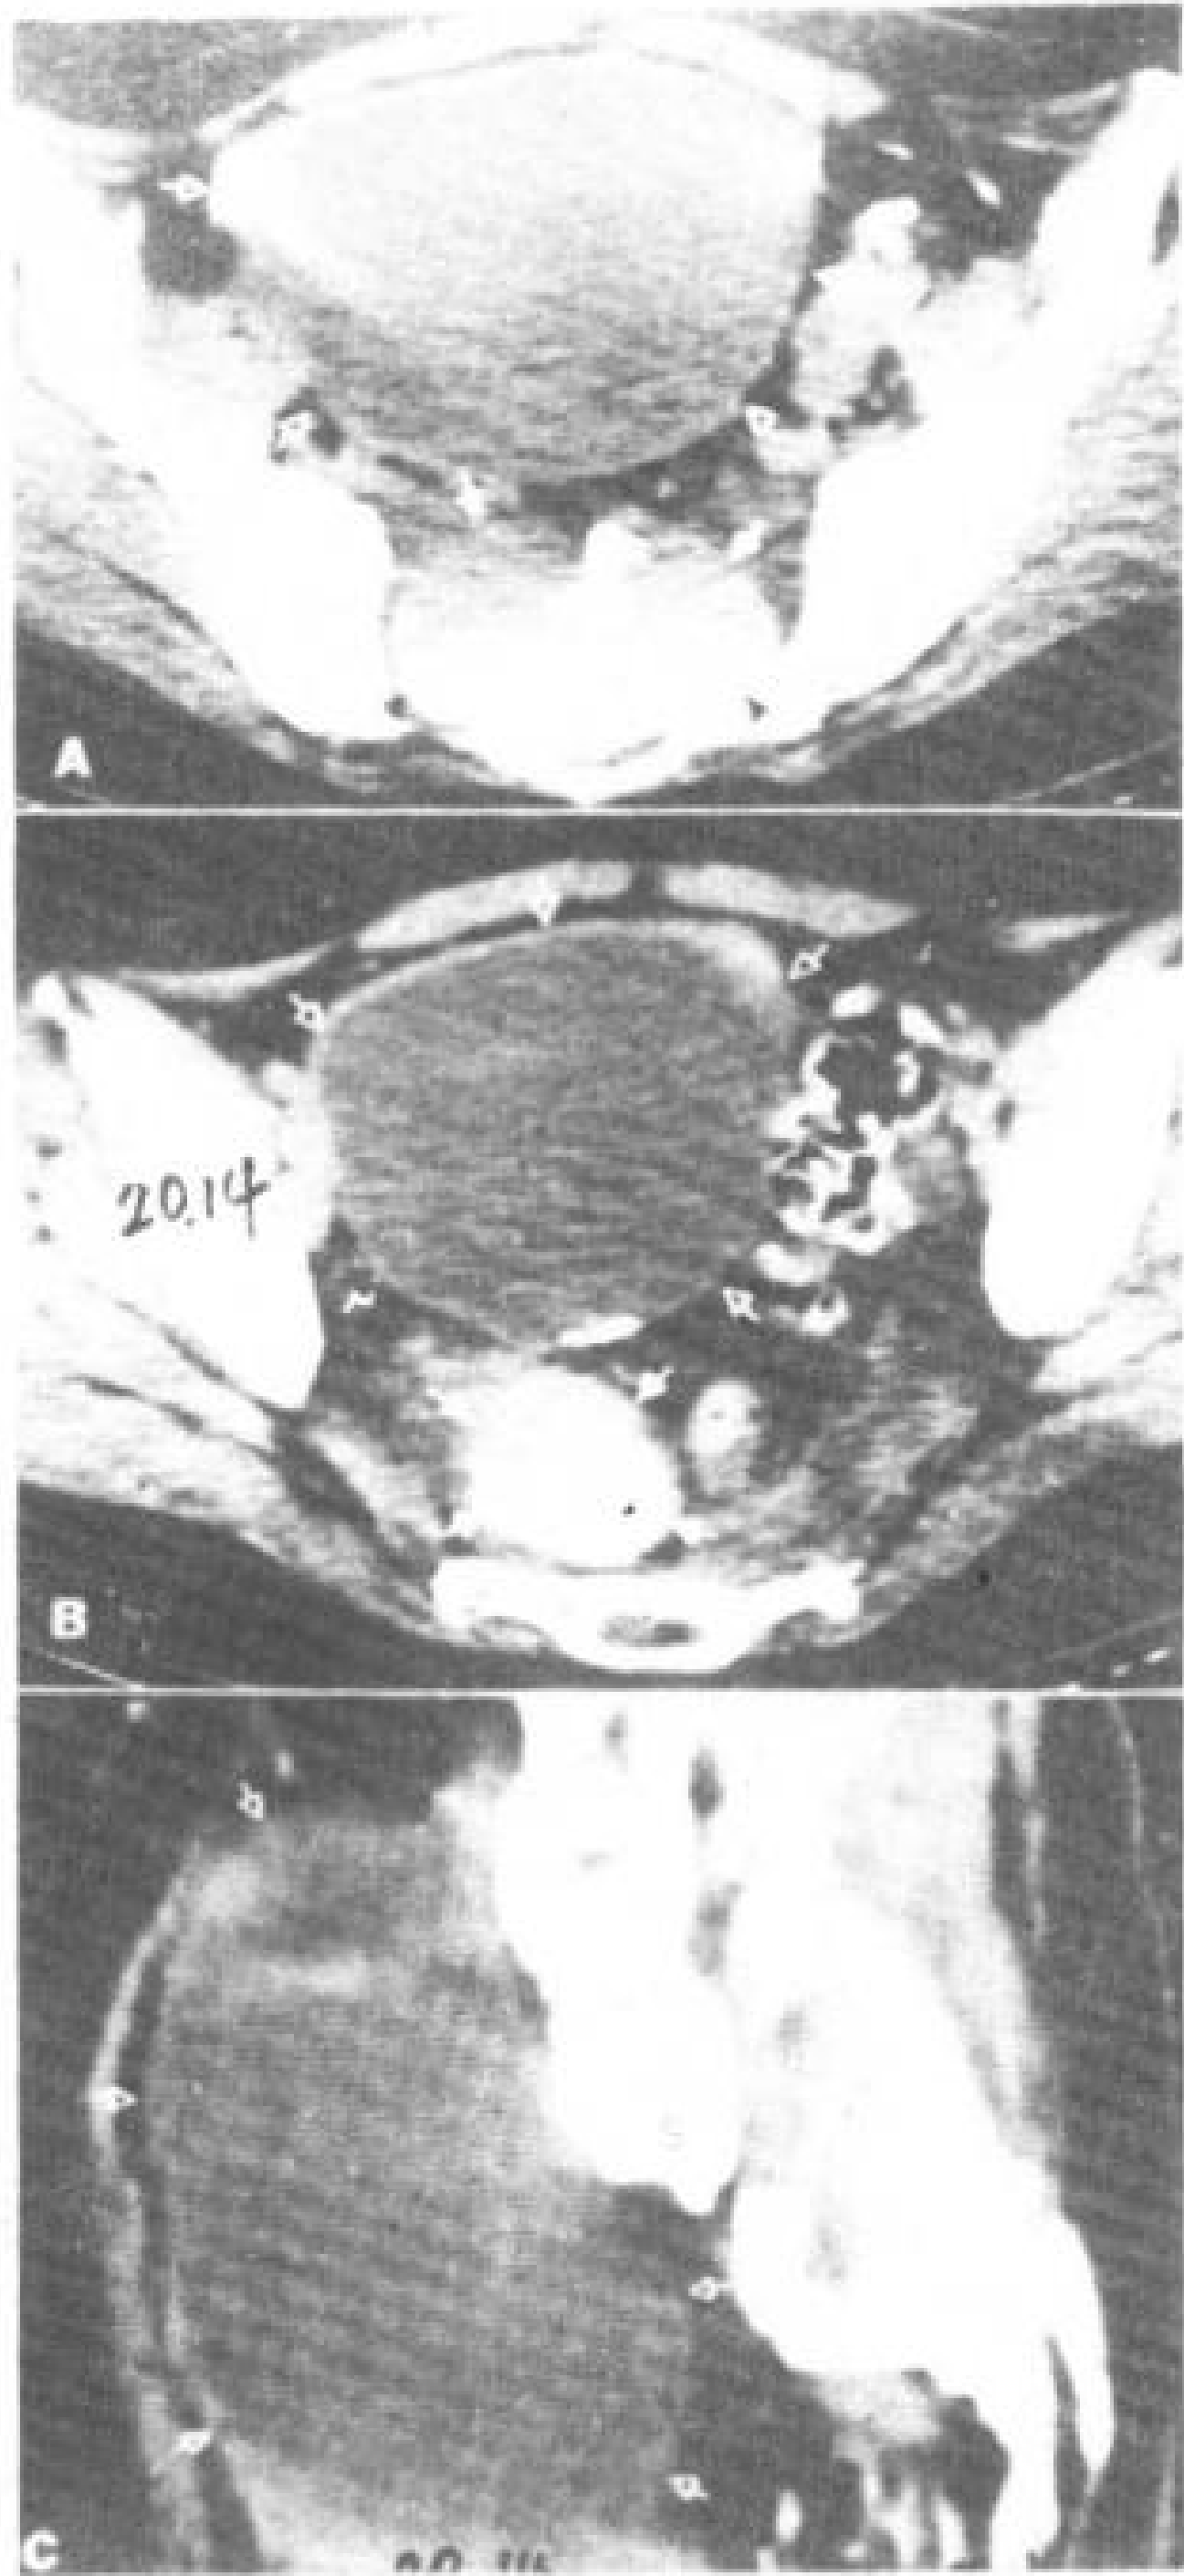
14 前方型骶脊膜突出，增强脊髓 CT。男青年，有神经纤维瘤病。
